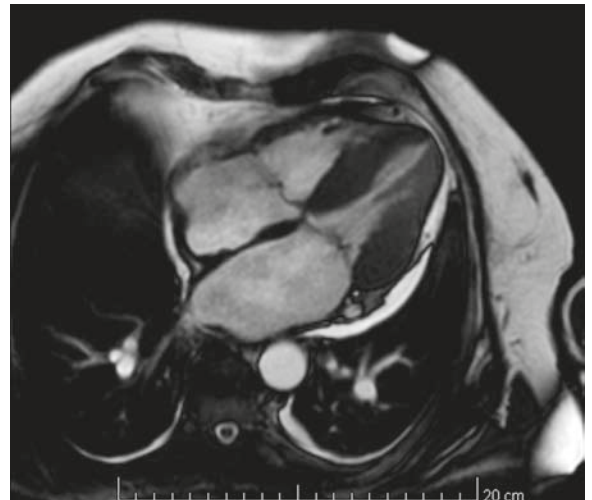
Vista en 4 cámaras de resonancia magnética cardíaca, donde se observa una marcada dilatación biauricular.
